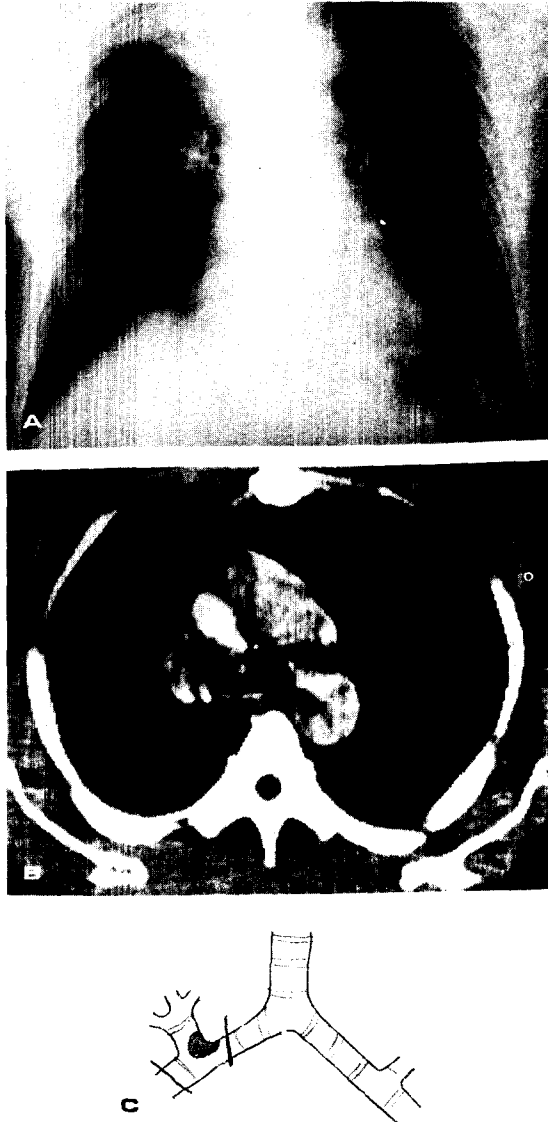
A. Preoperative chest radiograph shows right upper lobe atelectasis.
